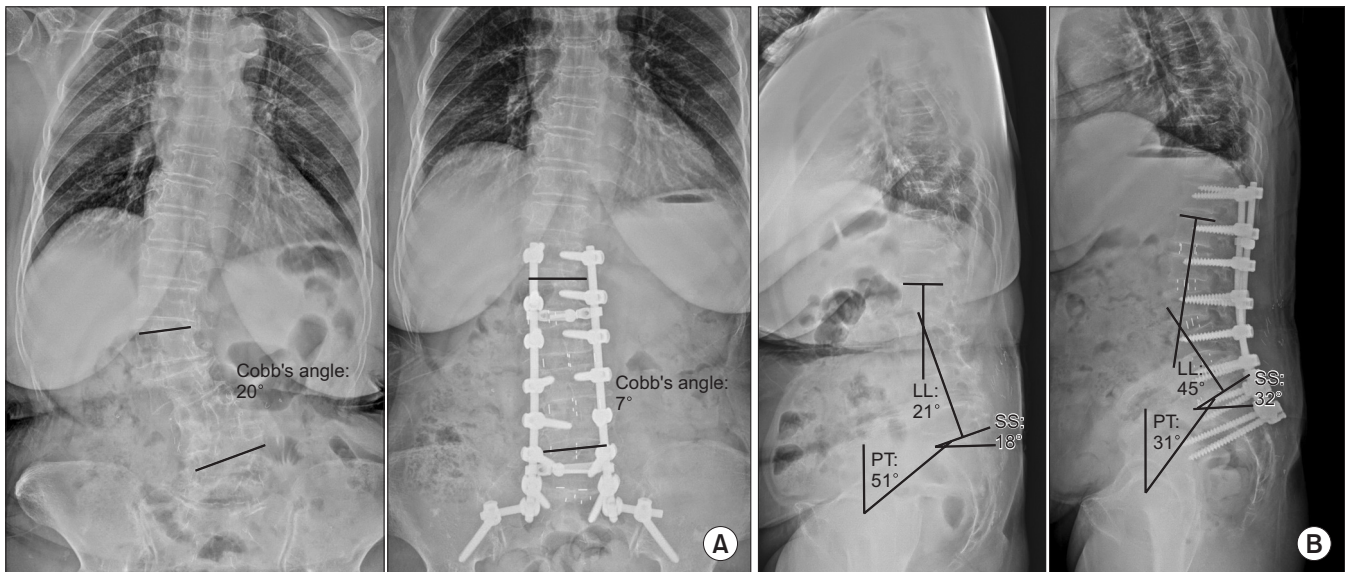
(A) Preoperative and postoperative whole spine anterolateral standing plain X-rays show degenerative scoliosis on lumbar spine was corrected. (B) Preoperative and postoperative whole spine lateral standing plain X-rays show that the degenerative kyphosis on lumbar spine had been corrected. LL, lumbar lordosis; SS, sacral slope; PT, pelvic tilt.
